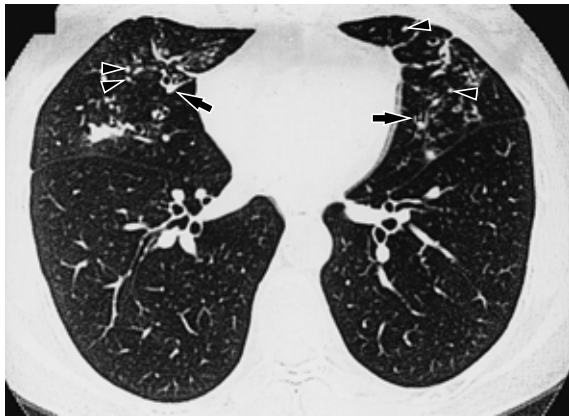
CT scan of a 68-year-old woman with MAC shows bronchiectasis (arrows) and small nodules (arrowheads) in the right middle lobe and lingula.
